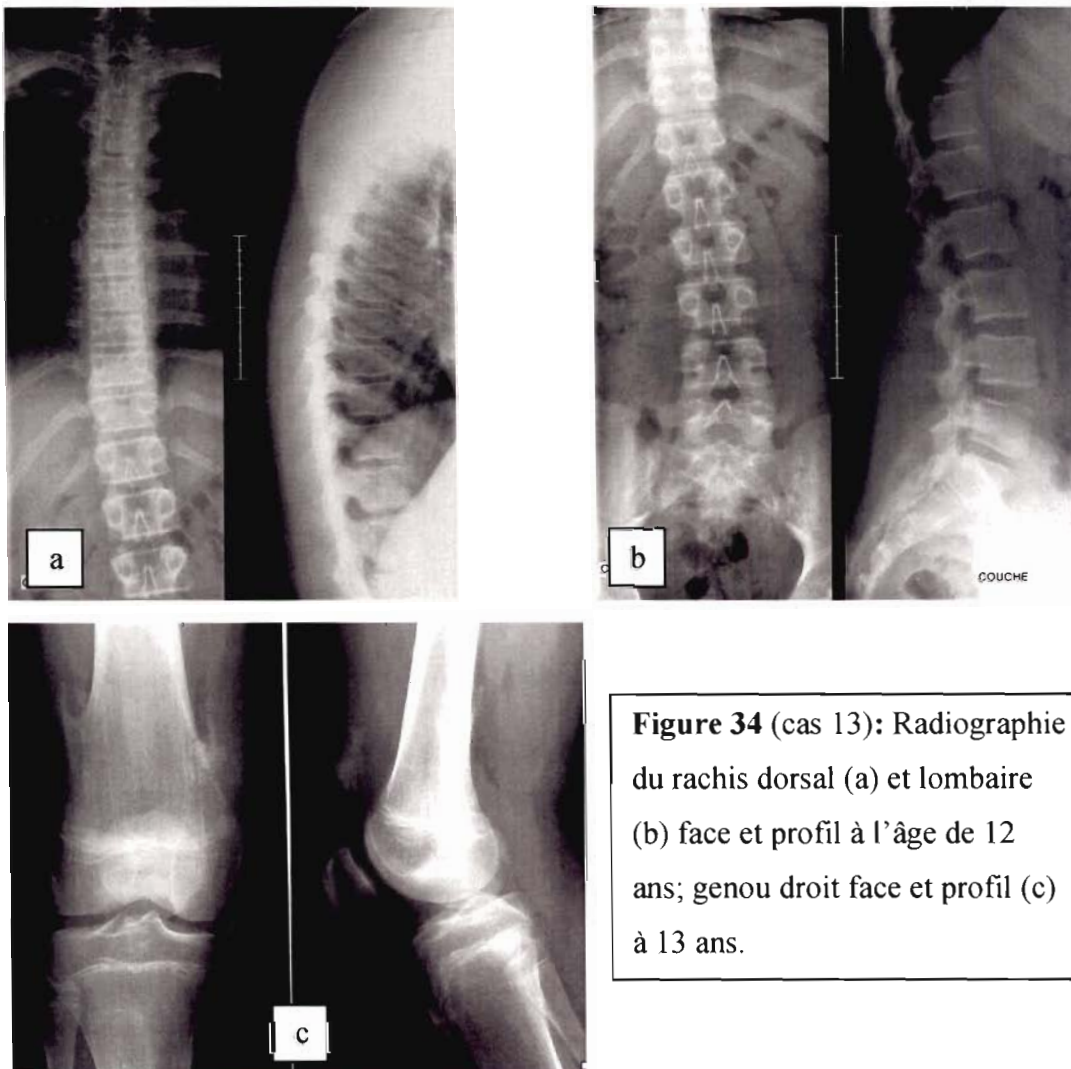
(cas 13): Radiographie du rachis dorsal (a) et lombaire (b) face et profil à l'âge de 12 ans; genou droit face et profil (c) à 13 ans.
